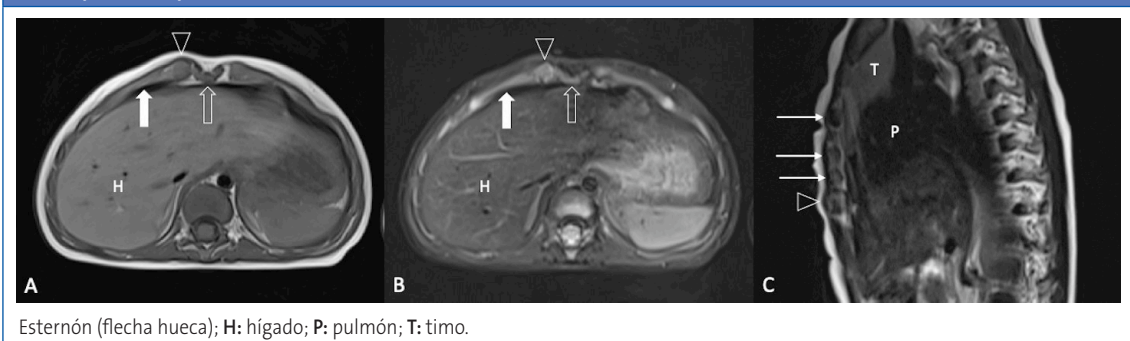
Tumor esternal autolimitado de la infancia (SELSTOC). Resonancia magnética de tórax sin administración de contraste intravenoso realizada a los 4 meses. Imágenes axiales potenciadas en T1 (A) y T1 con supresión grasa (B), que confirman la desaparición de la lesión de partes blandas; existe hipertrofia del margen condral (punta de flecha) de una articulación condroesternal derecha, sin alteraciones asociadas en la grasa subcutánea ni en el cartílago costal adyacente (flecha gruesa). En la imagen sagital potenciada en T2 (C) se aprecia el aumento de tamaño focal de un cartílago costal (punta de flecha) respecto a los tres cartílagos costales superiores (flechas finas), que corresponde a una variante anatómica
